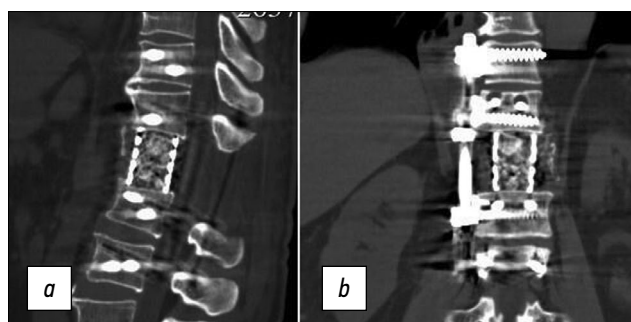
Компьютерная томограмма позвоночника больного Е., 71 год, после операции, боковая (а) и прямая (b) проекции.
